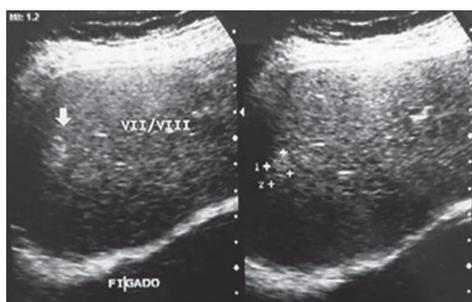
Ultrassonografia com imagem nodular em segmento VII/VIII sugestiva de hemangioma
